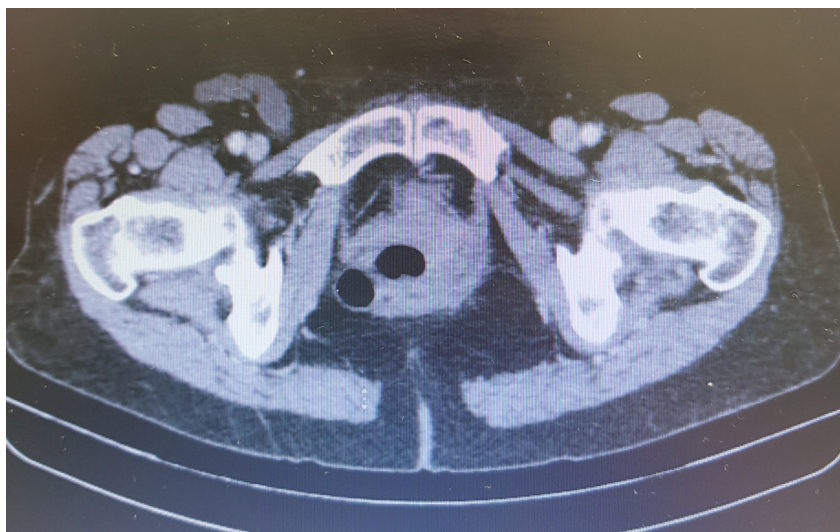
Tomografia de abdome corte em região inguinal
